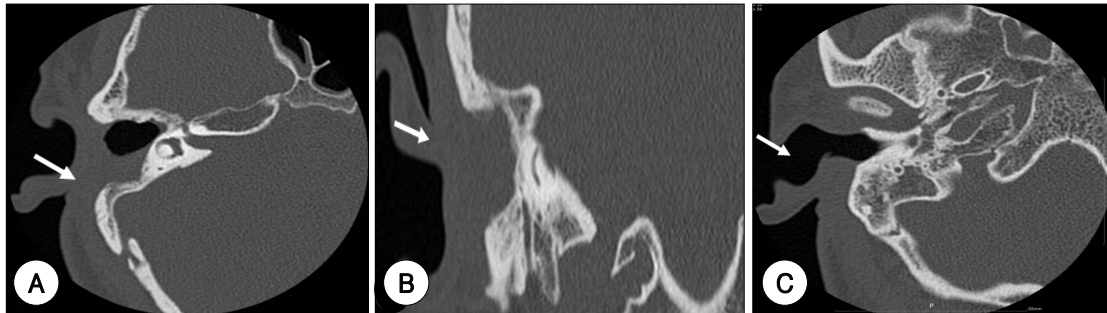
Postoperative axial (A) and coronal (B) view of the temporal bone computer tomography show right posterior auricular fistula is completely closed (white arrow). (C) Widened right external auditory canal (white arrow).
